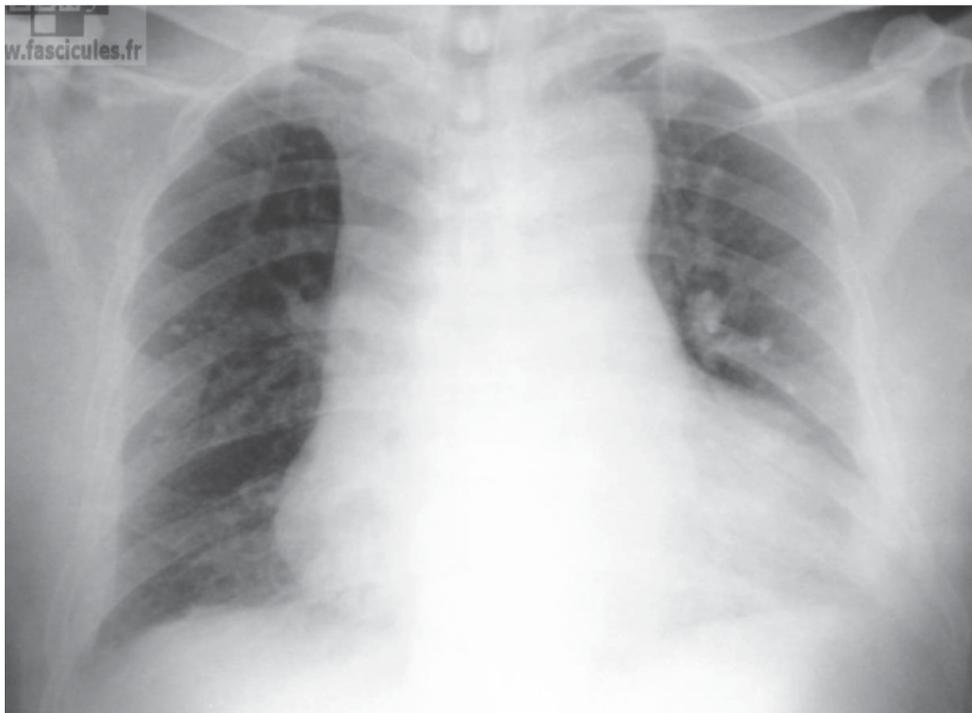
Radiographie pulmonaire de face montrant un élargissement du médiastin chez un patient présentant une dissection aortique.
